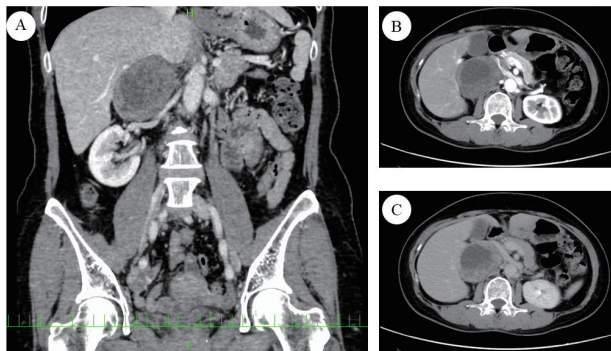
Enhanced CT images.
